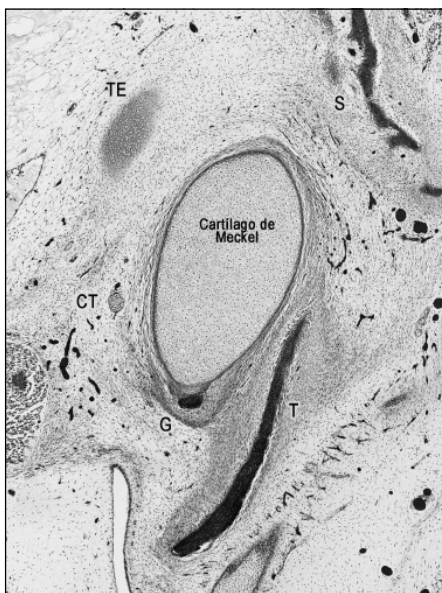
Morfogénesis. Sección frontal de un feto humano de 11 semanas de desarrollo. La fisura timpanoescamosa está delimitada entre la porción escamosa del temporal (S) y el hueso timpánico (T). Nervio cuerda del tímpano (CT). Hueso goniale (G). Esbozo del tegmen tympani del peñasco temporal (TE).
